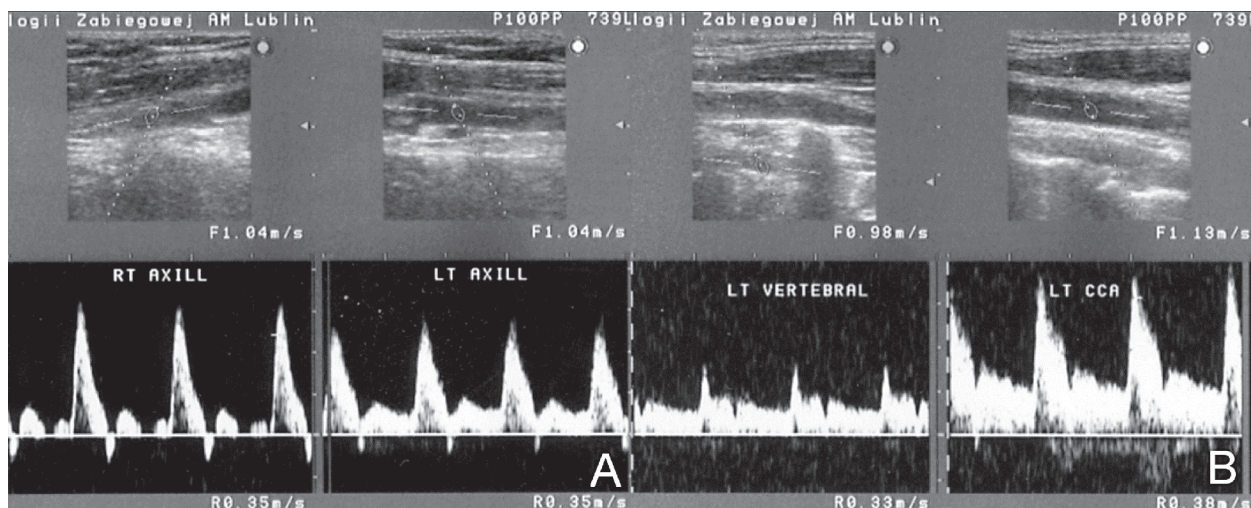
Badanie *duplex Doppler* przed zabiegiem — poststenotyczny wykres dopplerowski w lewej tętnicy pachowej (A) oraz odwrócenie kierunku przepływu krwi w lewej tętnicy kręgowej w stosunku do dogłównego, kompensacyjnie zwiększonego przepływu krwi w prawej tętnicy kręgowej (B)
